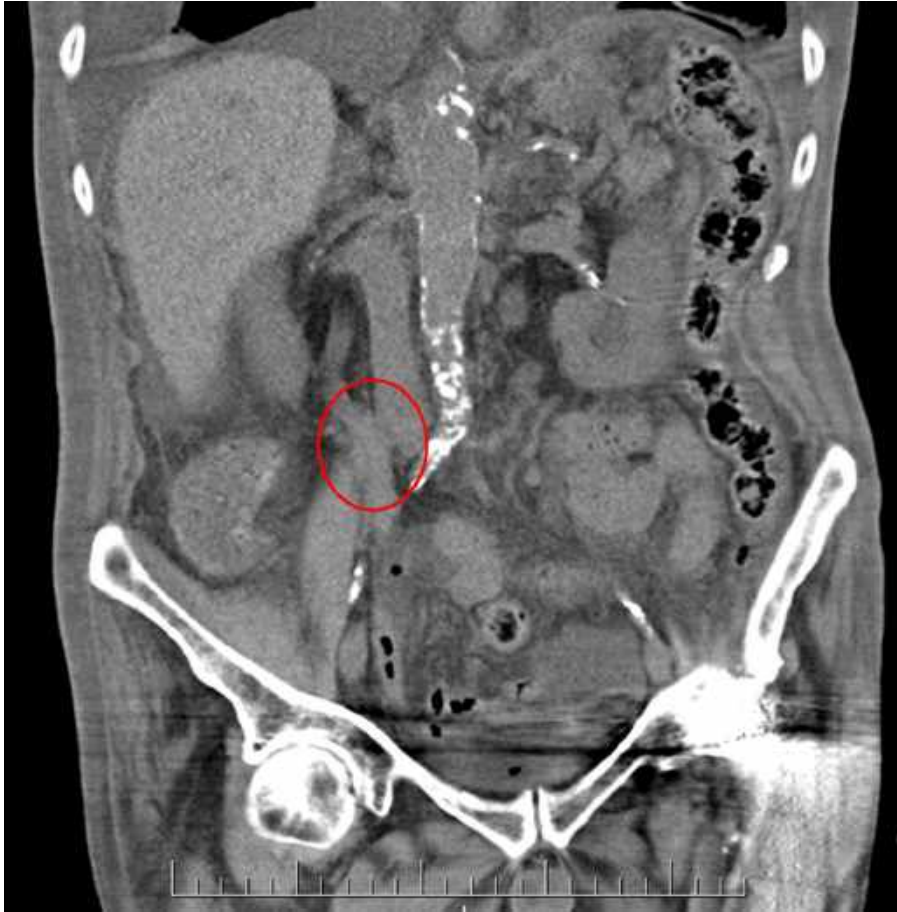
Imagen radiológica por tomografía computarizada de la lesión ureteral única compatible con tumor de vías del caso 1.
